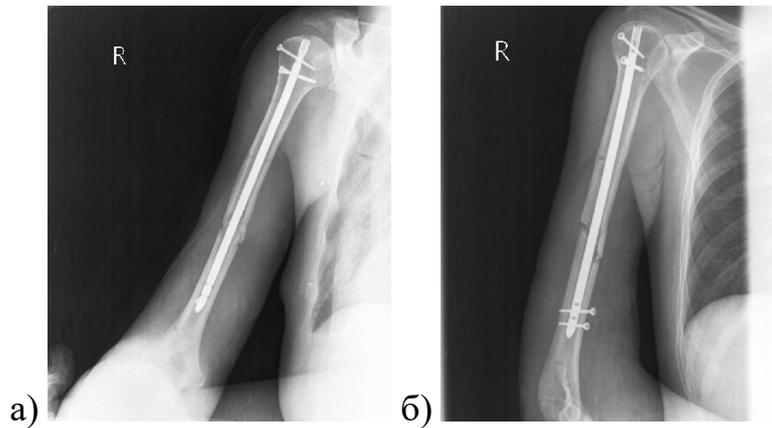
Раненый К., 43 лет, рентгенограммы правого плеча после остеосинтеза: а) прямая проекция; б) боковая
